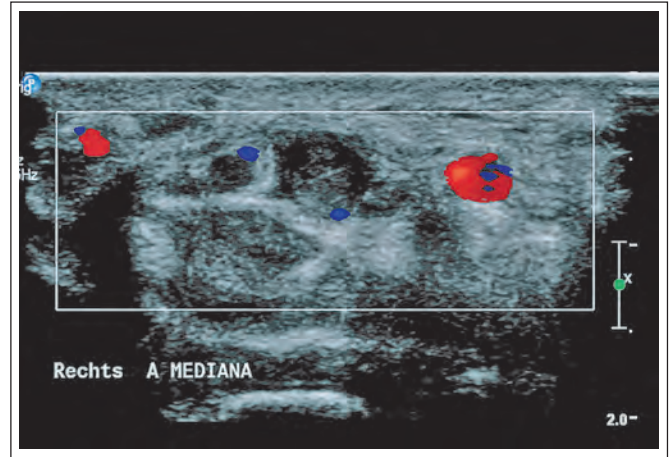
Farbkodierte Duplexsonographie des Karpaltunnels von volar im Querschnitt mit einem hochfrequenten 4 cm Linear-Transducer. Von links nach rechts: A. ulnaris im Querschnitt (Farbkodierung in Rot), mediales Bündel des N. medianus, nahezu vollständig thrombosierte, kaliberkräftige A. mediana mit minimaler Restperfusion, laterales Bündel des N. medianus, großkalibrige A. radialis (Farbkodierung in Rot).
